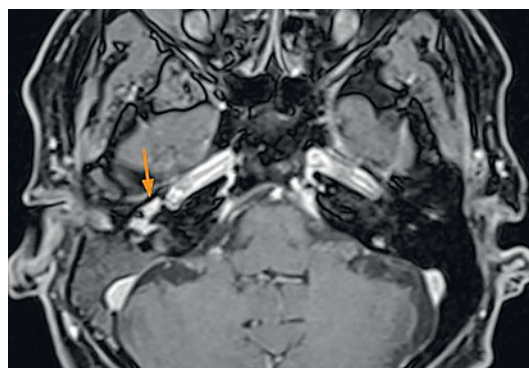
МРТ головного мозга определяются зоны патологического МР сигнала в проекции барабанной полости правой височной кости, накапливающей контрастное вещество
